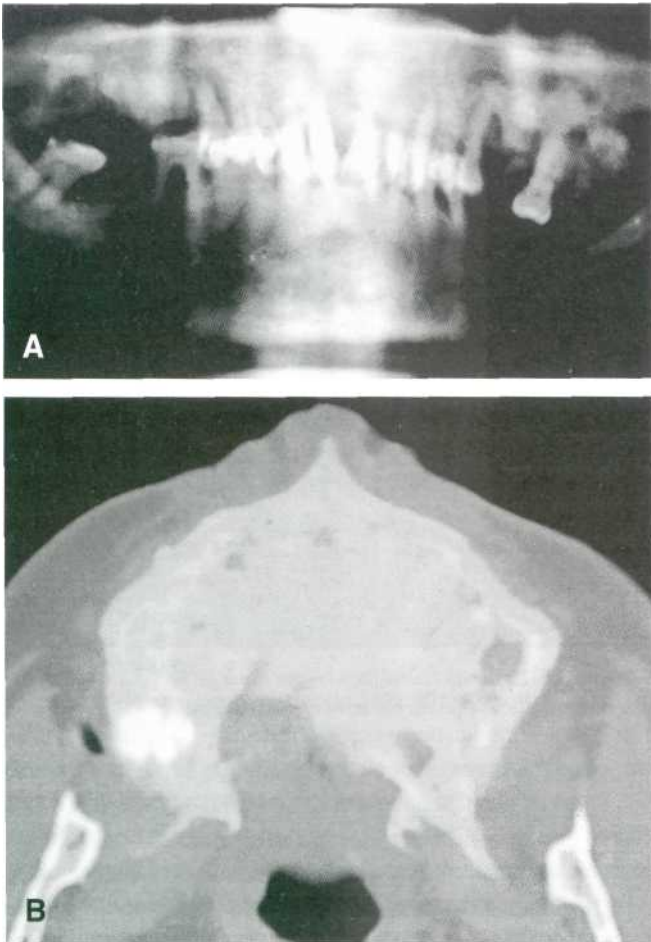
Lesiones óseas características de la enfermedad de Paget. (A) Ortopantomografía. (B) Tomografía computadorizada.
